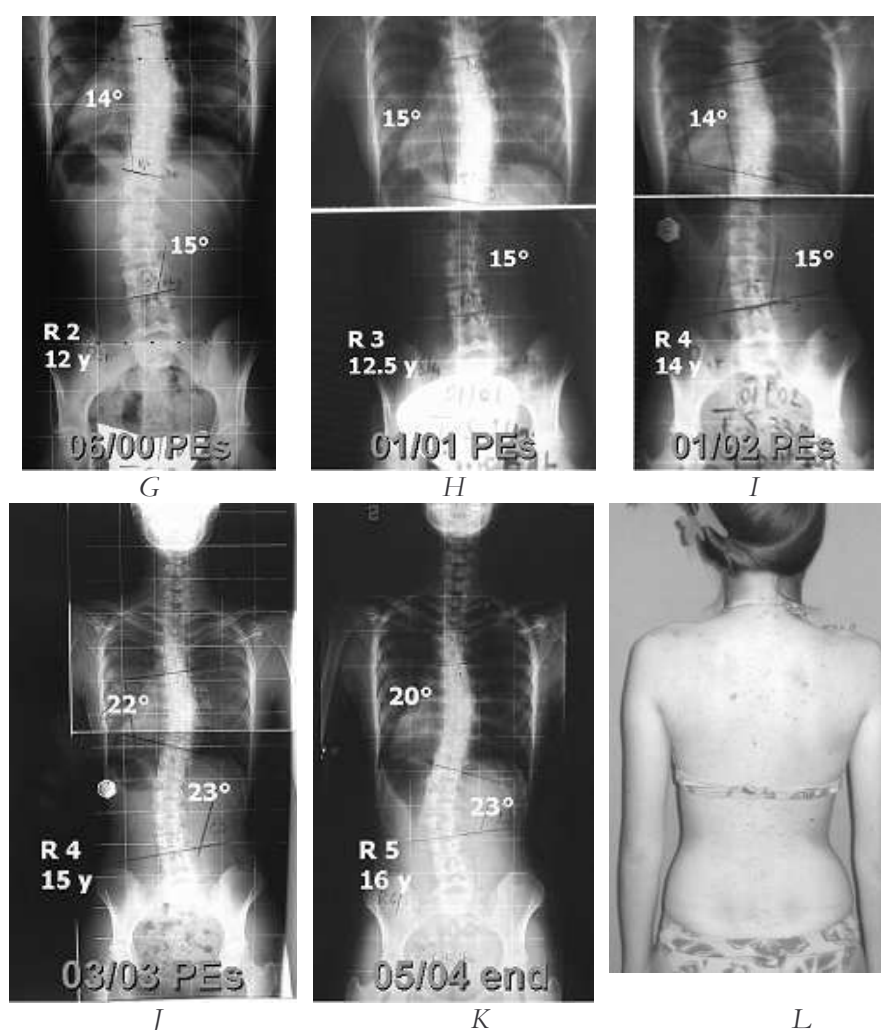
Storia del caso di Maria. In ciascuna radiografia sono segnati i mesi e l'anno, i gradi di Cobb, lo stadio di Risser (R) e l'età (y). Il tempo di utilizzo del corsetto è segnato in riferimento alle 24 ore: 23/24 significa 23 ore al giorno; PE significa trattamento con esercizi fisici
